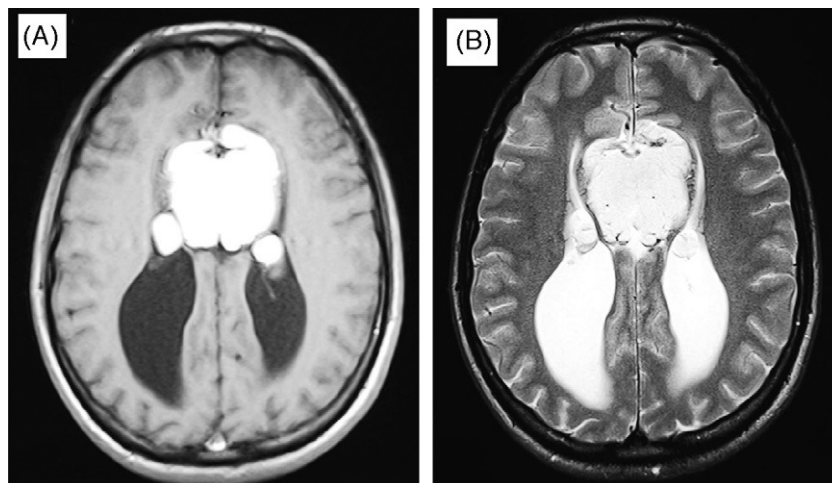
A: resonancia magnética (RM) ponderada en T1, en plano axial. B: RM ponderada en T2, en plano axial.
